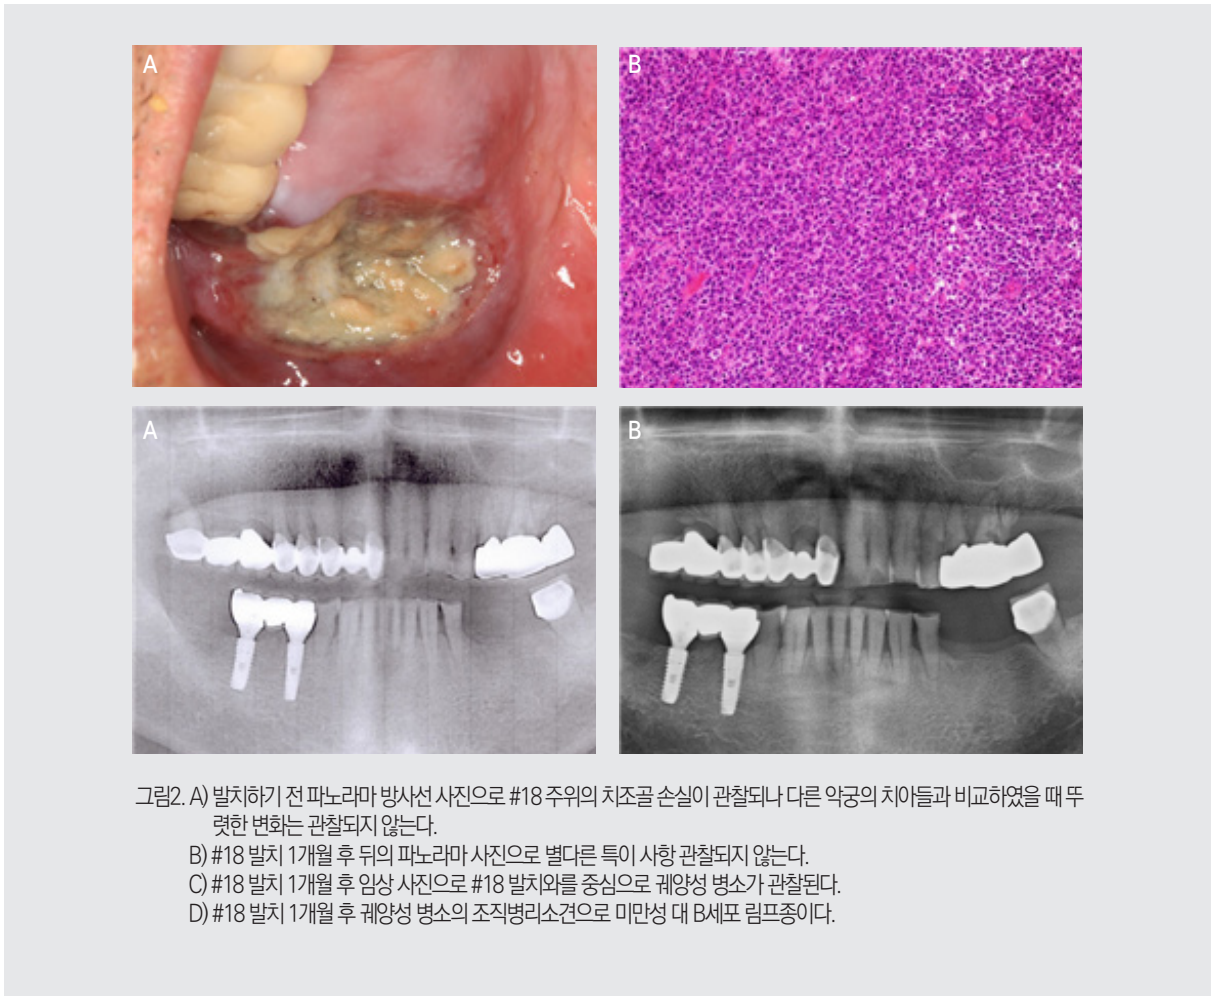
A) 발치하기 전 파노라마방사선 사진으로 #18 주위의 치조골 손실이 관찰되나 다른 악궁의 치아들과 비교하였을 때 뚜렷한 변화는 관찰되지 않는다.
